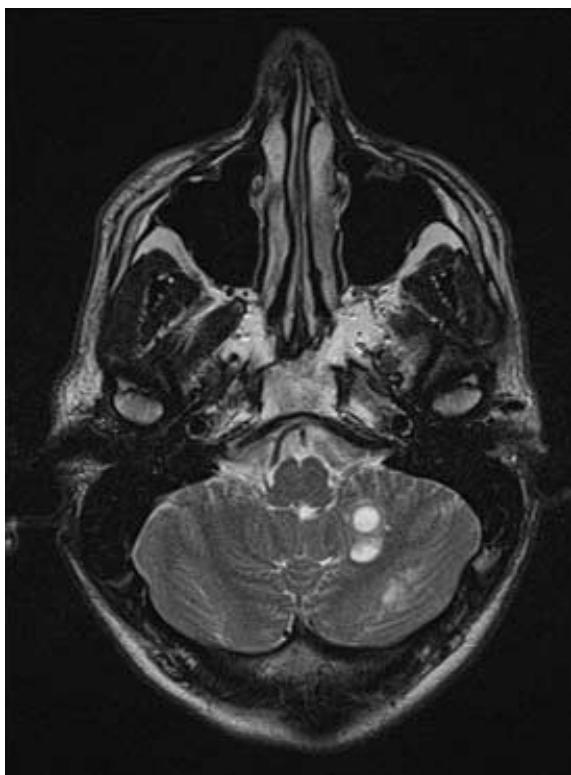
T2-weighted axial image through cerebellum: multiple well circumscribed cystic lesions in left hemisphere without associated oedema.
